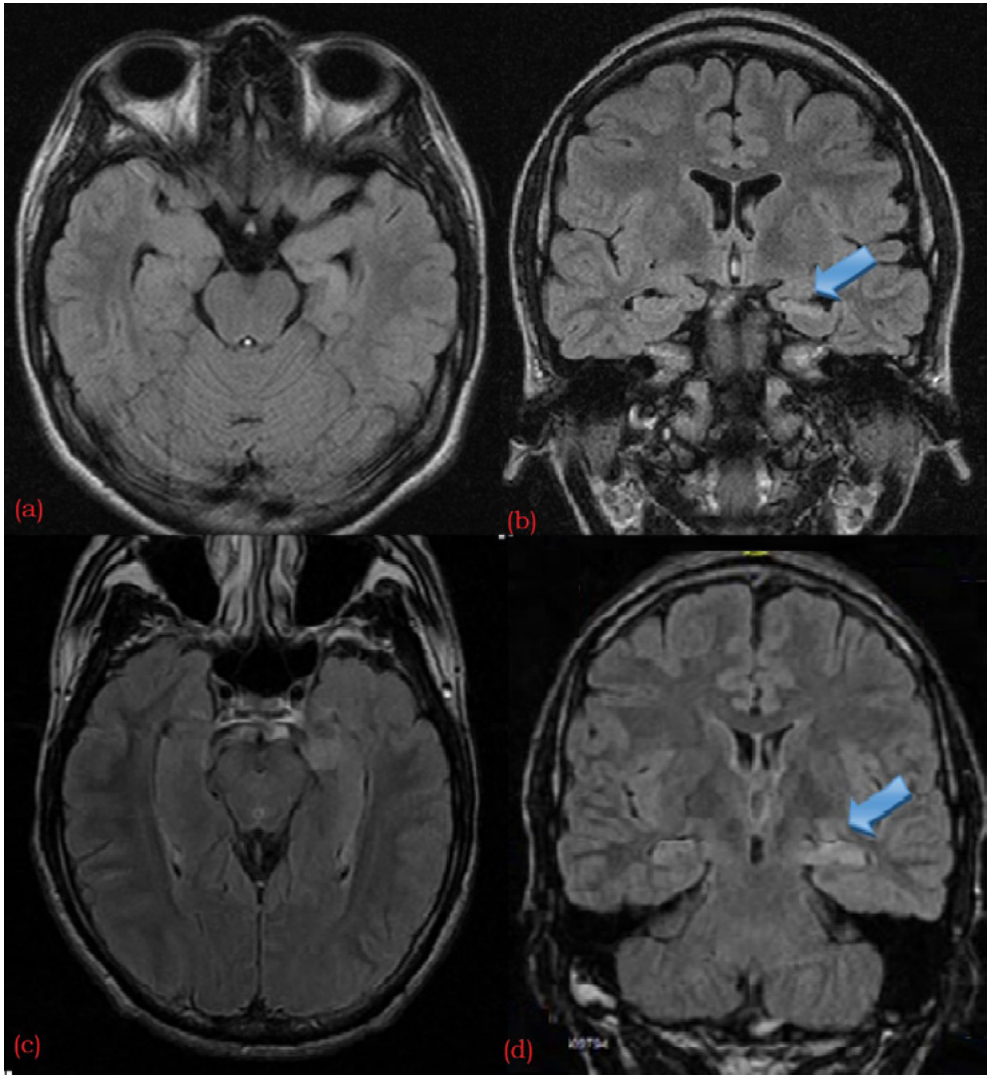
La RM cerebral (Caso 1) en FLAIR axial (a) y coronal (b) muestra esclerosis mesial temporal izquierda y atrofia cerebral. La RM cerebral
